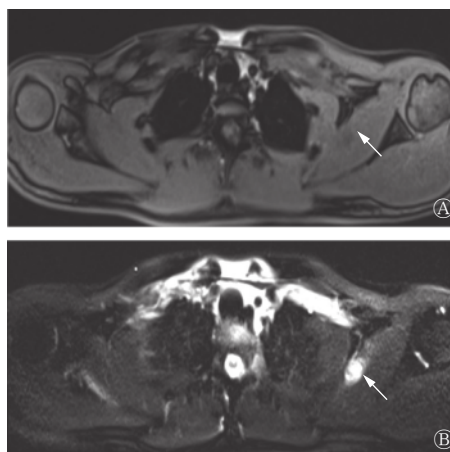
结节性筋膜炎患者(男性, 25岁)肩部的MRI图 A、B均为横断面MRI; A示左侧肩胛下肌内T1加权成像呈低信号; B示T2加权成像脂肪抑制序列呈高信号。MRI为磁共振成像
